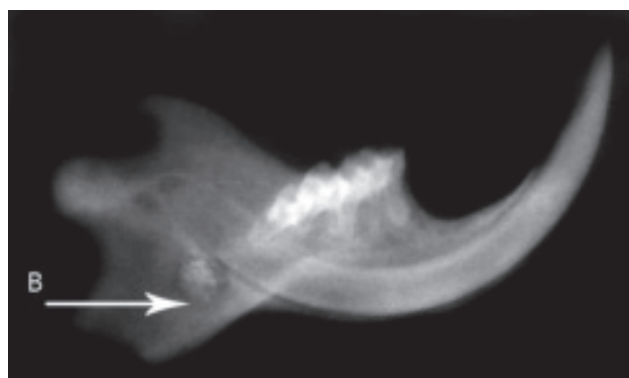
Рентгенологічний знімок нижньої щелепи щура зліва. Дослідна група, 30 доба експерименту.
